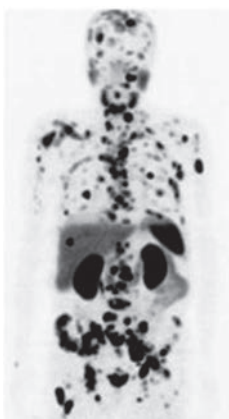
ПЭТ-изображение всего тела пациента с метастатическим РПЖ через 60 мин после введения ⁶⁸Ga-PSMA-11 [55]
